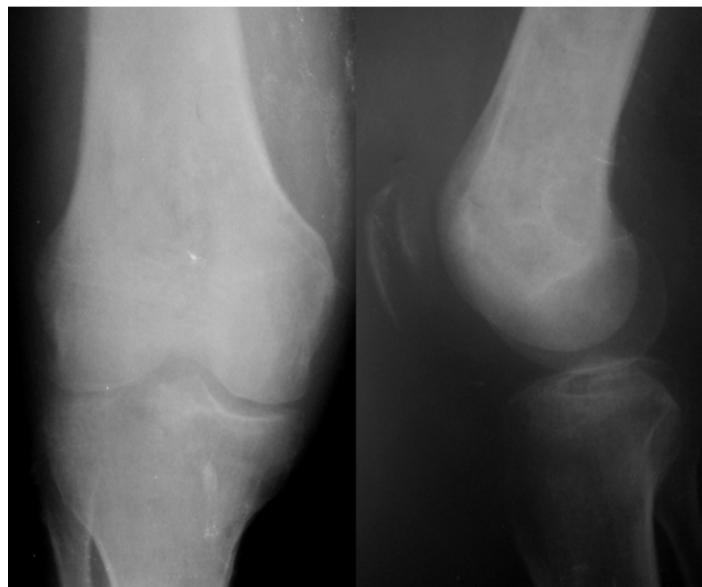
radiographie du genou du premier patient en incidence face et profil ne montrant pas d'anomalies osseuses notables
